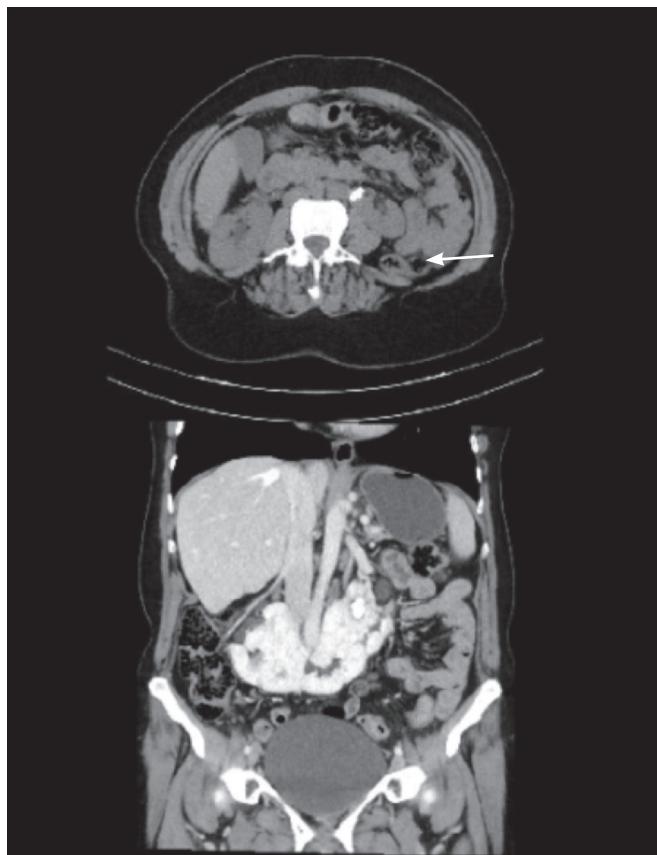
TC evidenciando a presença de cólon retro-renal (seta) e dois focos litiasicos com 12 e 10 mm de diâmetro com densidade média de 1000 HU no hemi-rim esquerdo (ponta de seta).
